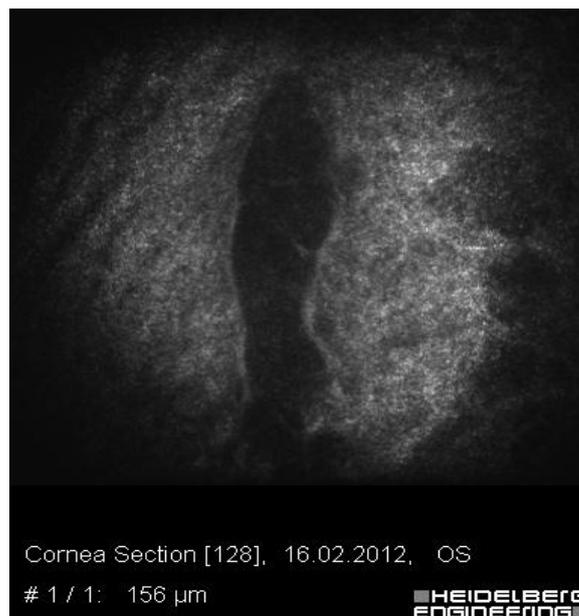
Пациент К., 43 г., конфокальная томография ФП через 1 год после проведения антиглаукоматозной операции. Множественные кисты в строме свидетельствуют о хорошей функции
